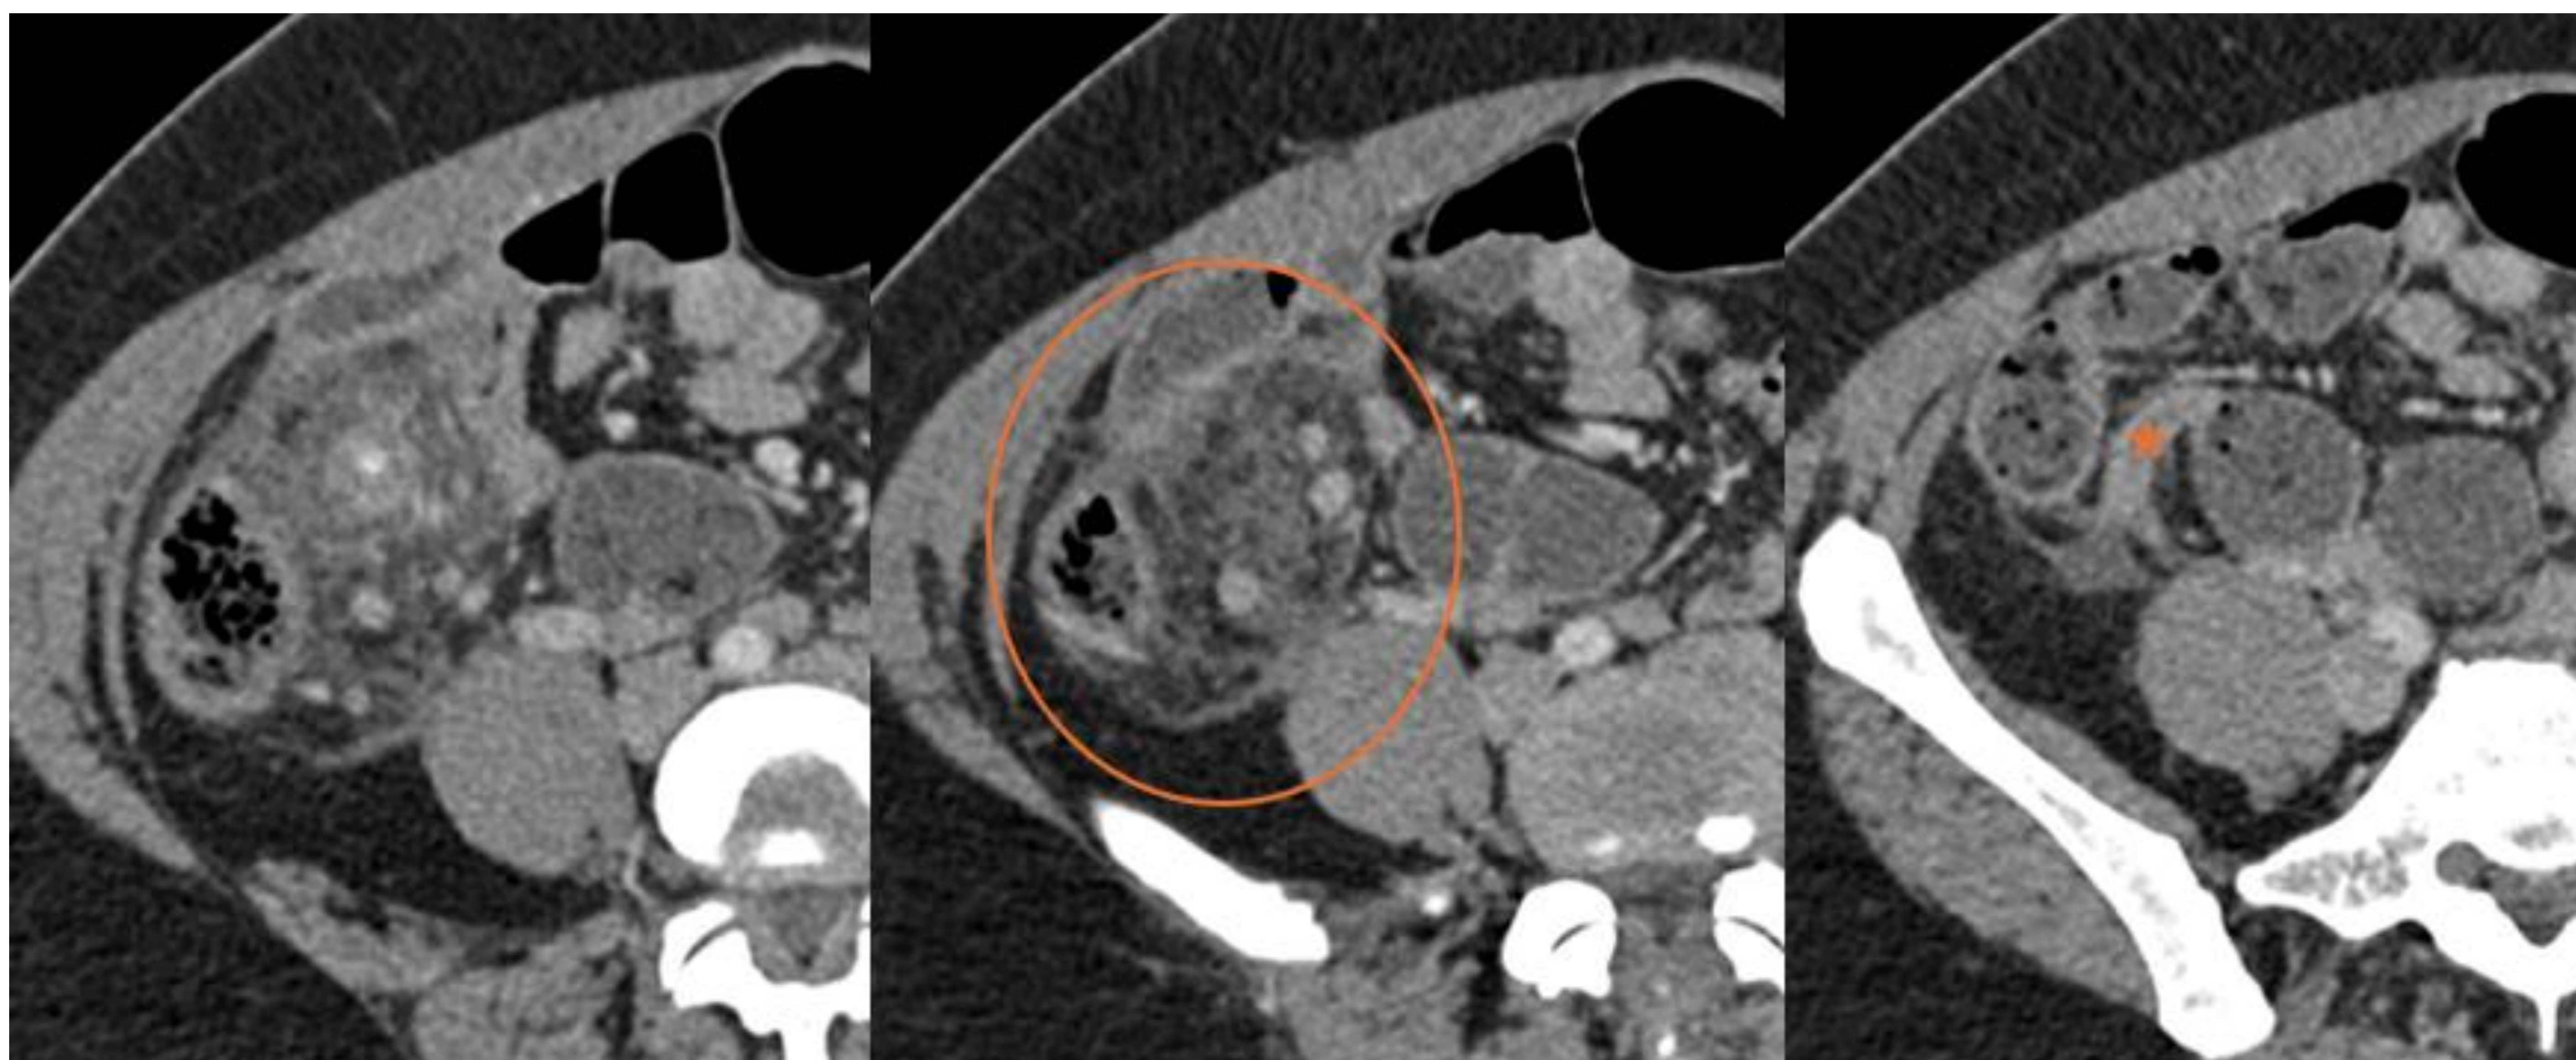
Cortes axiales consecutivos de TC abdominopélvico con contraste IV: Lesión en cuadrante inferior derecho, de densidad heterogénea predominantemente grasa, bien circunscrita, mayor a 5cm (círculo). Asocia lengüeta de líquido en la fascia parietocólica derecha, sin otros cambios inflamatorios significativos. Apéndice cecal de calibre y estructura conservada (asterisco). Hallazgos que sugieren infarto omental.
